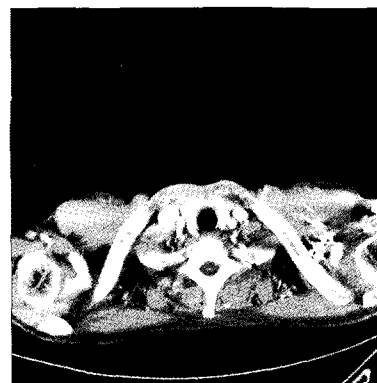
Chest computed tomography scan of the case 1 patient after the operation (clavicular level). Decreased air and fluid density is seen.
